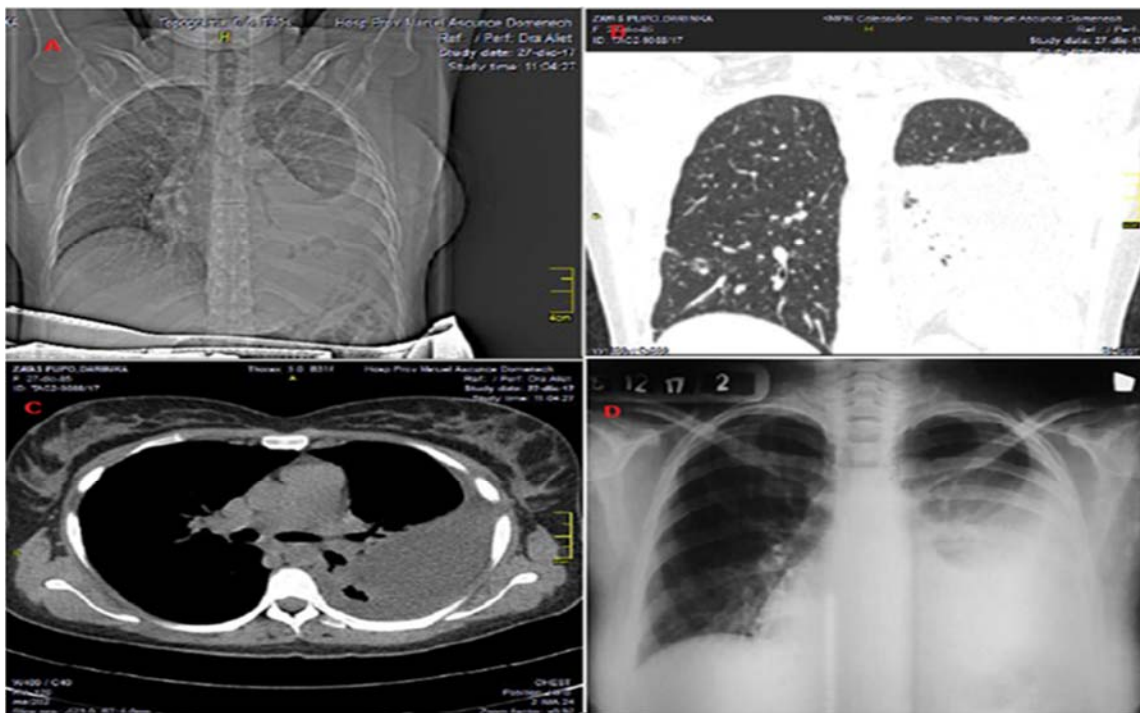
A. Imagen postero anterior del topograma inicial donde se observa derrame pleural de moderada cuantía. B. Corte sagital donde se observa derrame de gran cuantía. C. Corte axial en el que se observa derrame de gran cuantía con el "signo de la señora embarazada". D. Radiografía postero anterior, en la cual se observa gran radiopacidad del hemitórax izquierdo que ocupa el tercio medio e inferior, posterior a la aplicación de la terapia fibrinolítica y la extracción de la sonda pleural, con una clínica asintomática
